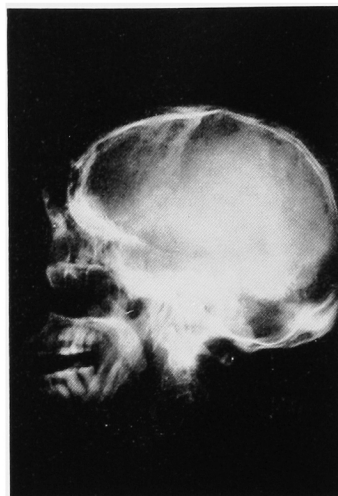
A lateral plain skull x-ray film shows a markedly enlarged sella turcica with a "double floor" contour
